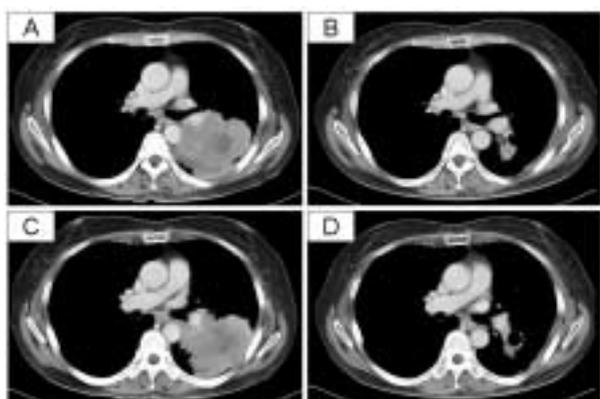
症例呈示。放射線化学療法前後のCT画像。
